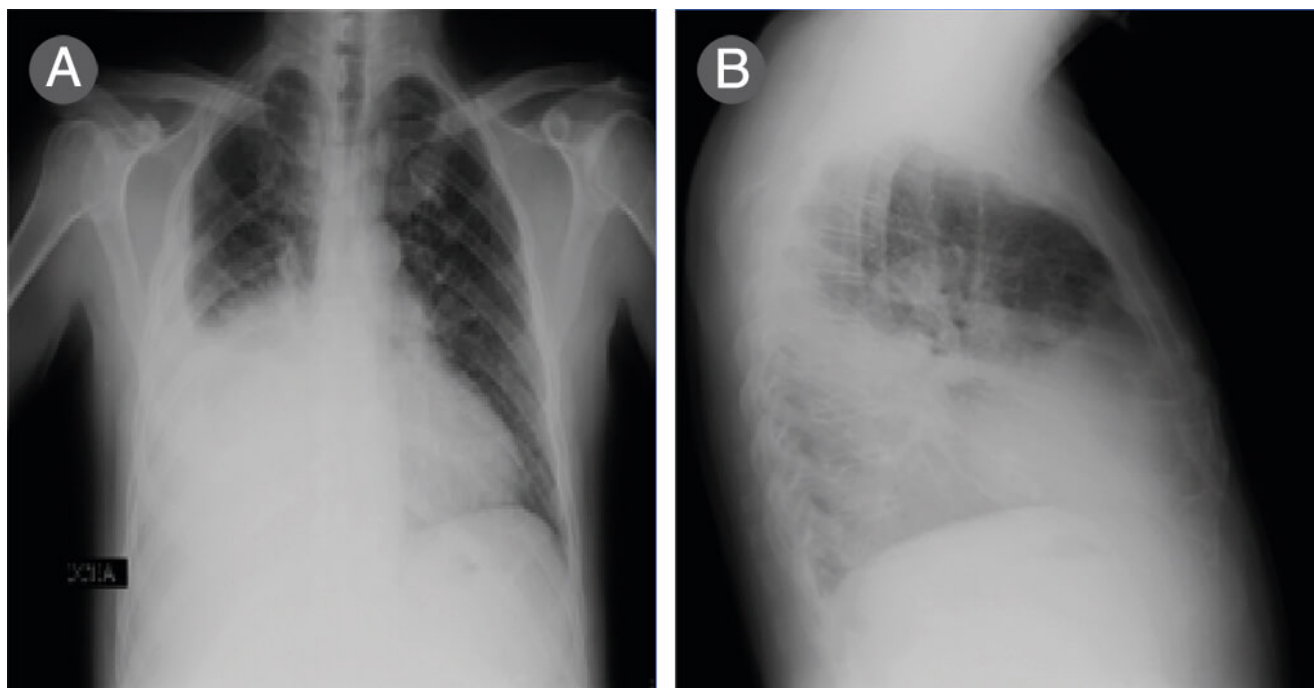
Radiografía de tórax posteroanterior y lateral de tórax de paciente con carcinoma de pulmón y derrame pleural derecho de etiología metastásica. a. Proyección posteroanterior de tórax de paciente con derrame pleural metastásico. b. Proyección lateral de tórax de paciente con derrame pleural metastásico.
